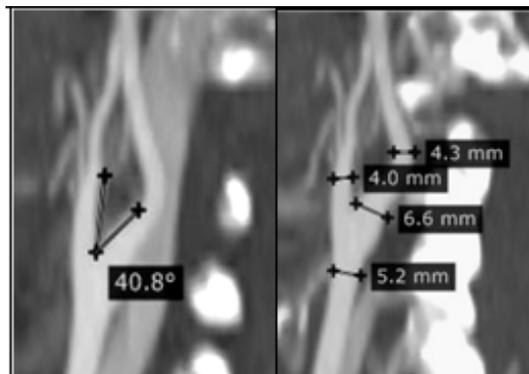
и 8. Бифуркация сонной артерии. Женщина-долихоцефал, 63 года. Компьютерная томография с ангиографией.
